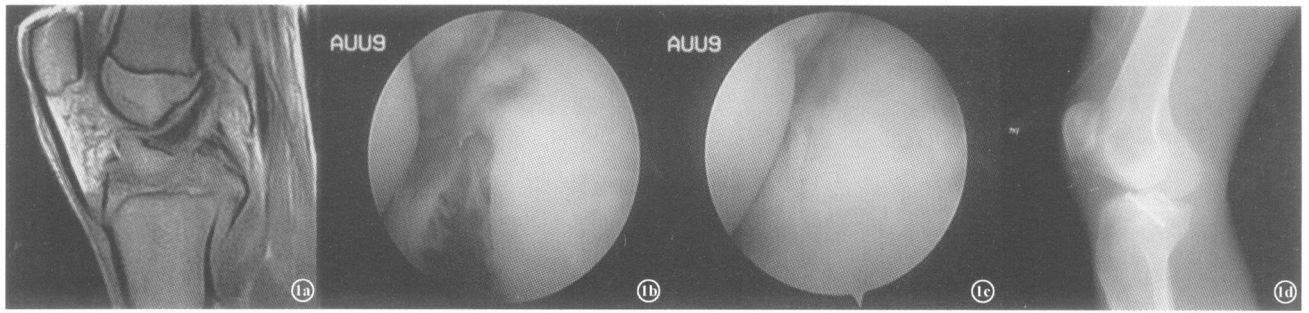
男, 34岁, 前交叉韧带止点胫骨侧撕脱性骨折 1a 术前 MRI 1b 骨折的镜下表现 1c 骨折复位固定后的镜下表现 1d 术后 X线片
